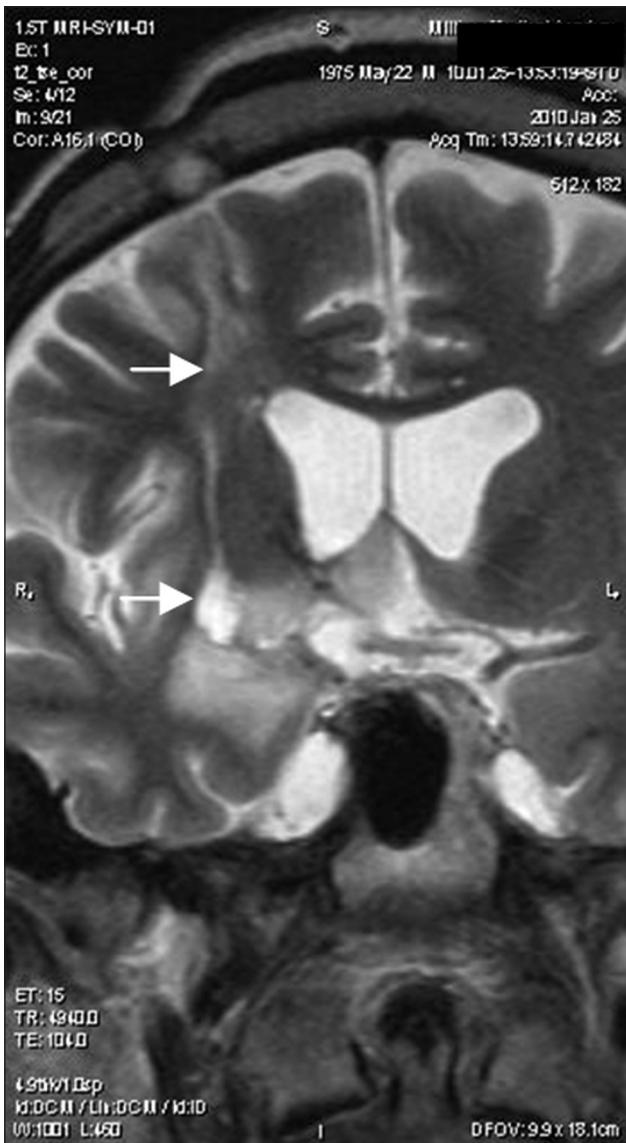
МРТ пациента (коронарный срез) в отдаленном послеоперационном периоде стереотаксической криодеструкции опухоли правых лобной и височной долей.
